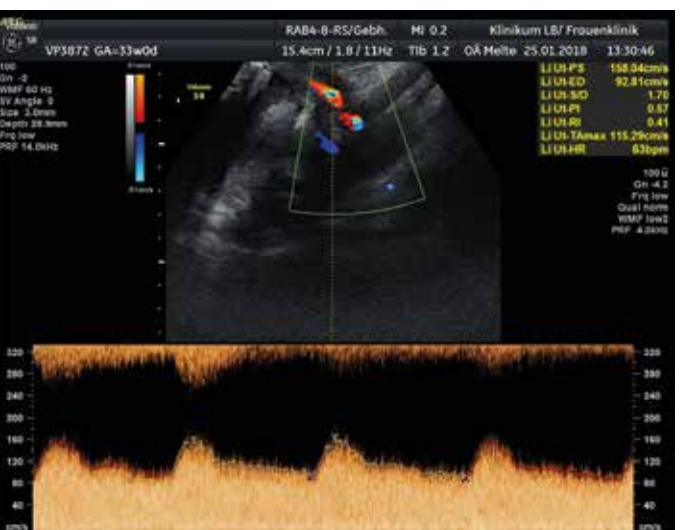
Fall 1. Arteria-uterina-Doppler (33 + 0 SSW)
